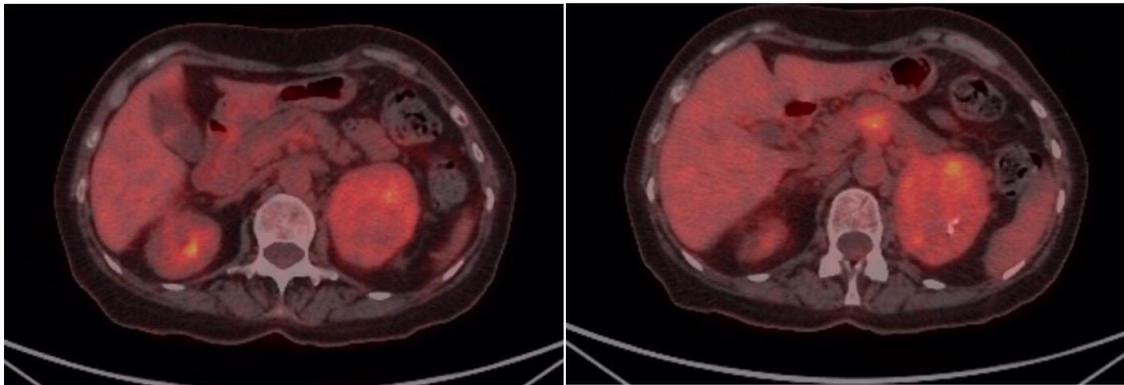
Dues seccions del PET-TAC amb presència de diferents lesions metastàtiques.
